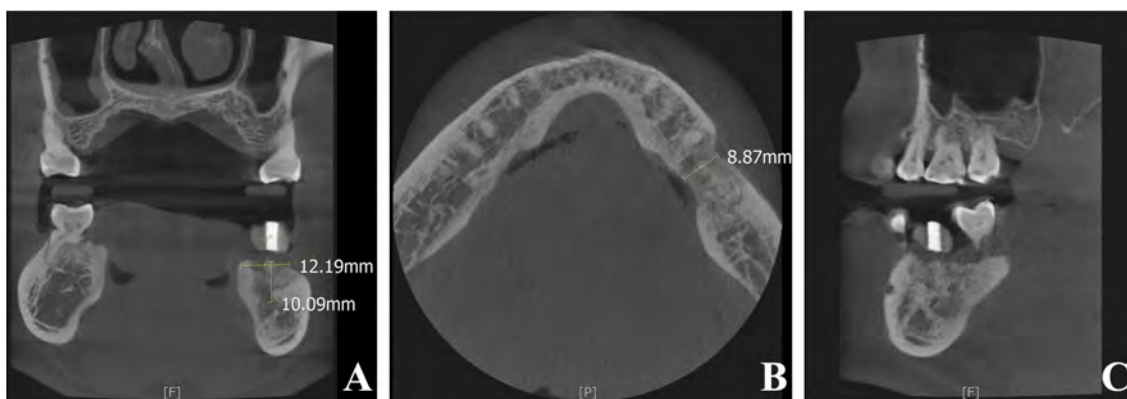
CBCT image of #36 extraction site after 11 months of healing. (A) Coronal view. (B) Axial view. (C) Sagittal view.
